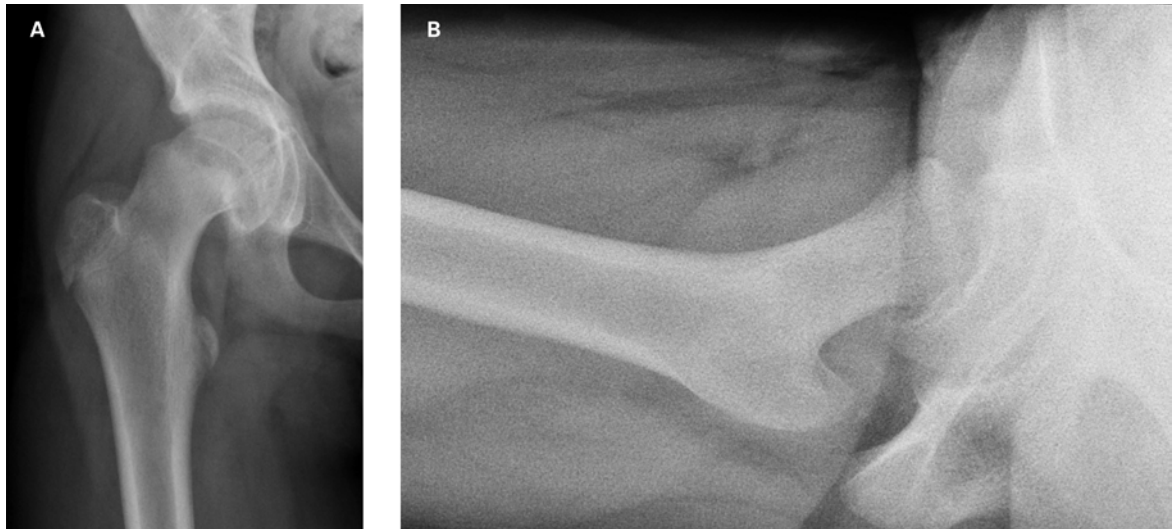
A) und B) Derselbe Patient wie in Abbildung 2. Nach einer Woche weiterer Beschwerden wurde die Röntgendiagnostik wiederholt und nun auch eine zweite Ebene angefordert. Nun ist der Abrutsch gut zu erkennen, wobei trotz dieser kurzen Zeit auch eine Zunahme des Abrutschs im Vergleich zu Abbildung 2 erkennbar ist.
